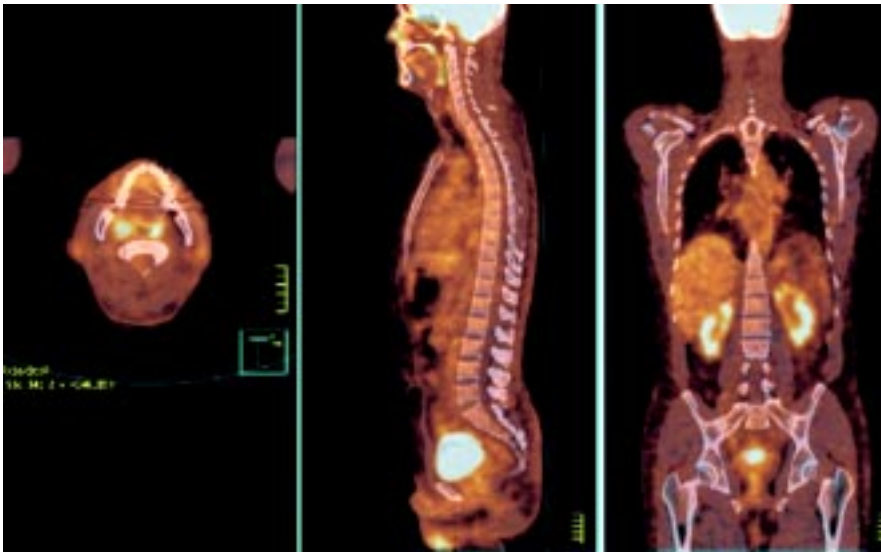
Estudio PET/CT donde se observa captación fisiológica de ^{18}F FDG en amígdalas adenoides, anillo de Waldeyer, hígado riñones, vejiga y cierta actividad ósea.
